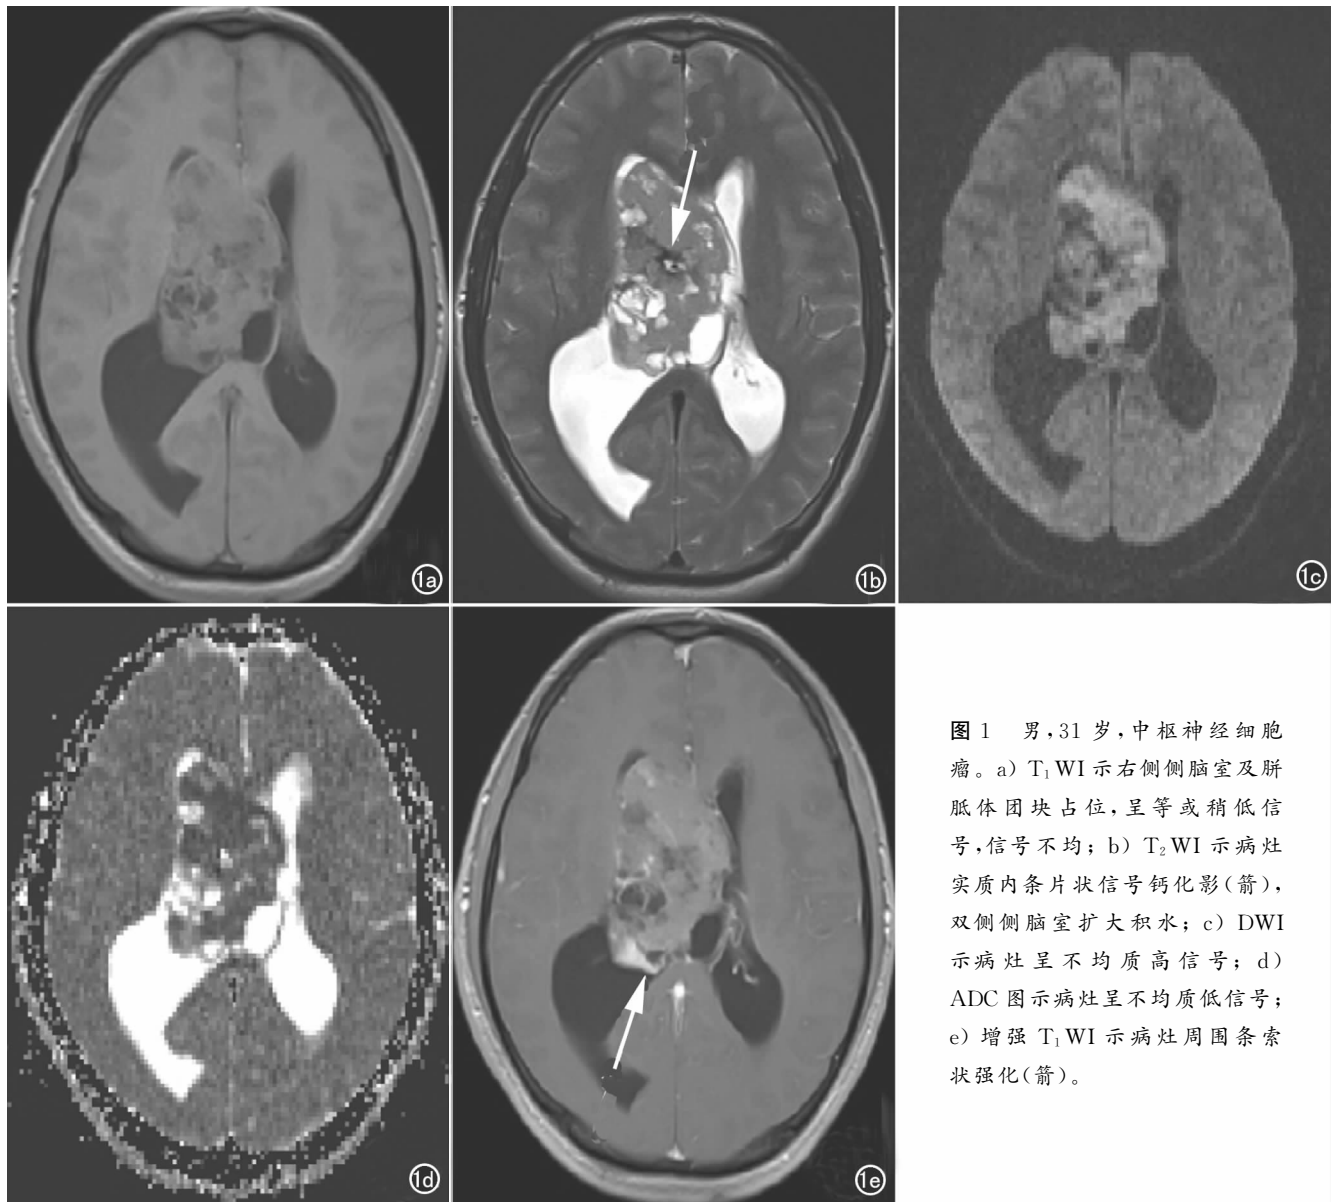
男, 31岁, 中枢神经细胞瘤。a) T_1 WI 示右侧侧脑室及脾脏体团块占位, 呈等或稍低信号, 信号不均; b) T_2 WI 示病灶实质内条片状信号钙化影(箭), 双侧侧脑室扩大积水; c) DWI 示病灶呈不均质高信号; d) ADC 图示病灶呈不均质低信号; e) 增强 T_1 WI 示病灶周围条索状强化(箭)。
